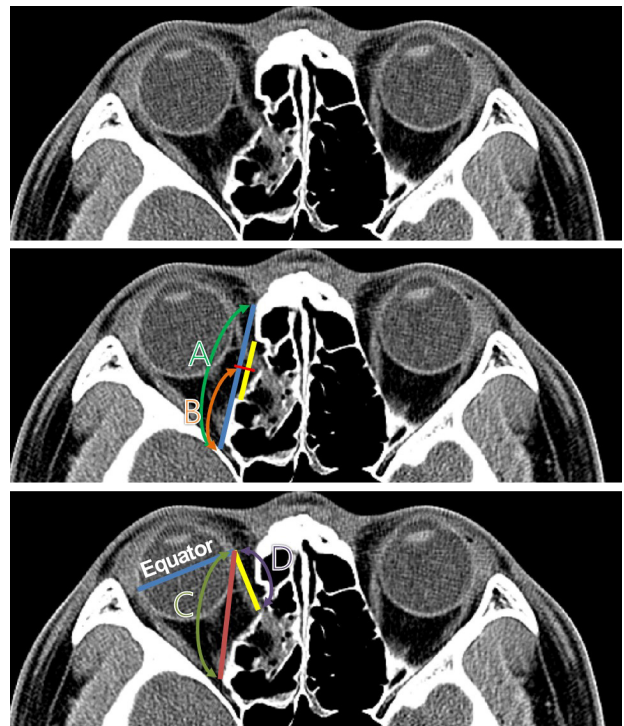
Preoperative computed tomography findings on axial view and measurements. 'A' means full length of medial orbital wall, 'B' means length from orbital apex to the center of medial wall fracture. 'C' indicated virtual full length of medial rectus muscle, and 'D' indicated length from the equator to trapped medial rectus muscle. 'B/A' shows ratio for comparing fracture site, 'C/D' shows ratio for comparing site of trapped muscle.
